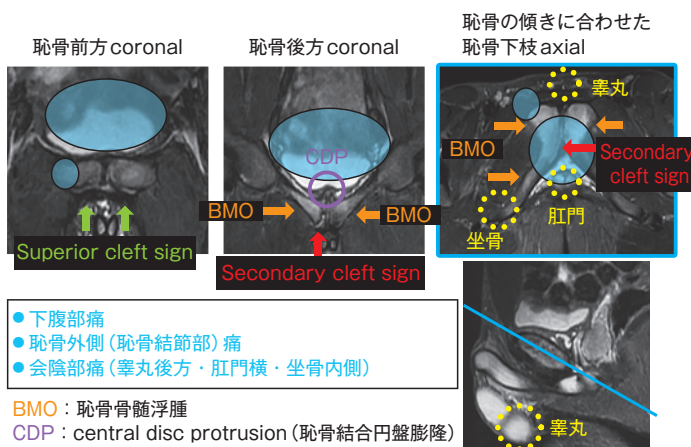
Cleft sign を伴う兪径部痛症候群の特徴的自発痛部位と MRI (STIR) 所見
